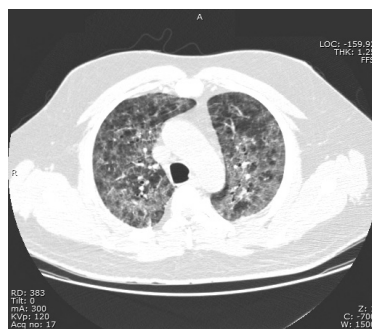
L'imagerie obtenue par TDM montre des opacités en verre dépoli. (193)
